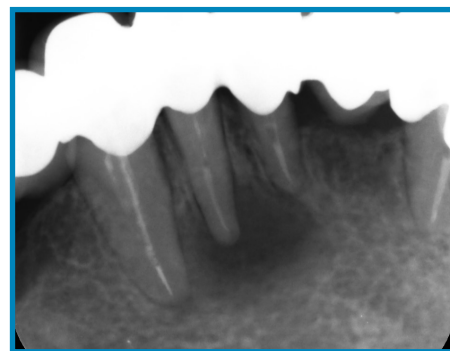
Radiografia peri-apicale che documenta la presenza di una lesione circolare a margini netti in relazione all'apice del 32.
